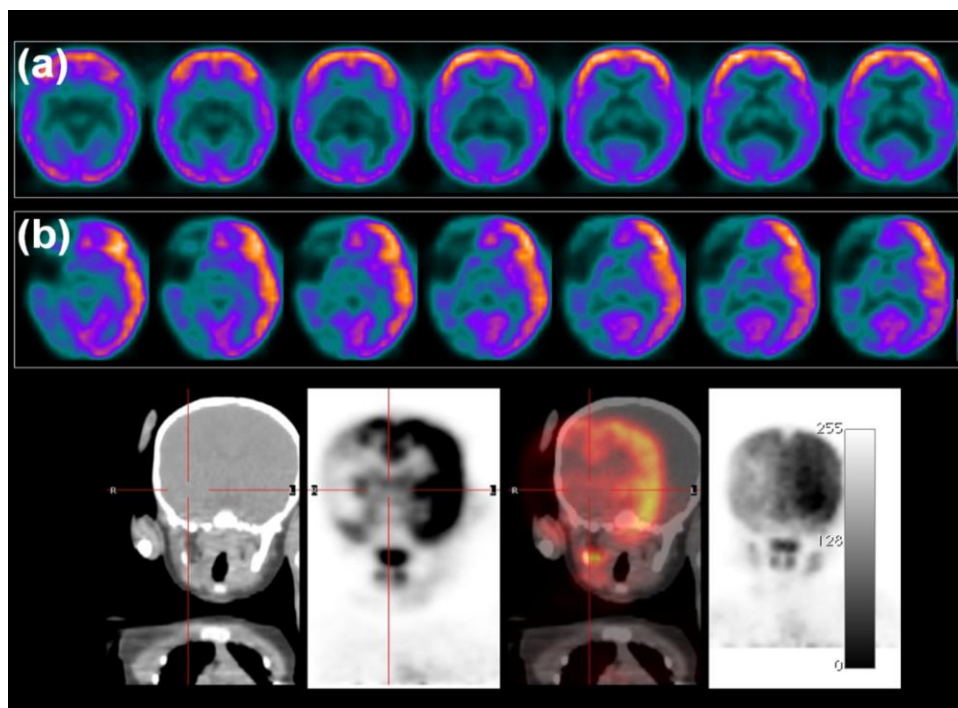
Ejemplo de una mala aplicación de la corrección de atenuación. Las imágenes de PET, sin corregir en (a), no están bien sincronizadas con las de TC. El resultado final, en (b), es erróneo (hipercorrección).
